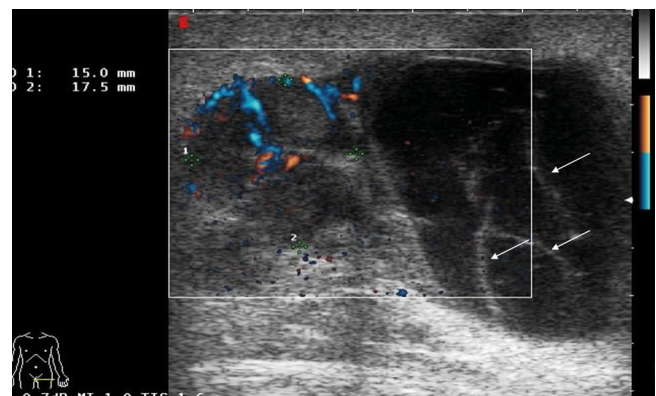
▲ Ultraschallbefund der linken Leiste eines Patienten 14 Tage nach radikaler Lymphknotendisektion wegen Konglomeratmetastasen eines malignen Melanoms. Lateral typischer Befund für ein Serom. Echoarme Raumforderung mit ausgeprägter dorsaler Schallverstärkung und echoreichen Septen (*weiße Pfeile*). Medial ebenfalls echoarmer Befund jedoch mit deutlicher Perfusion in der farbkodierten Duplexsonographie als Zeichen des beginnenden Metastasenrezidivs
